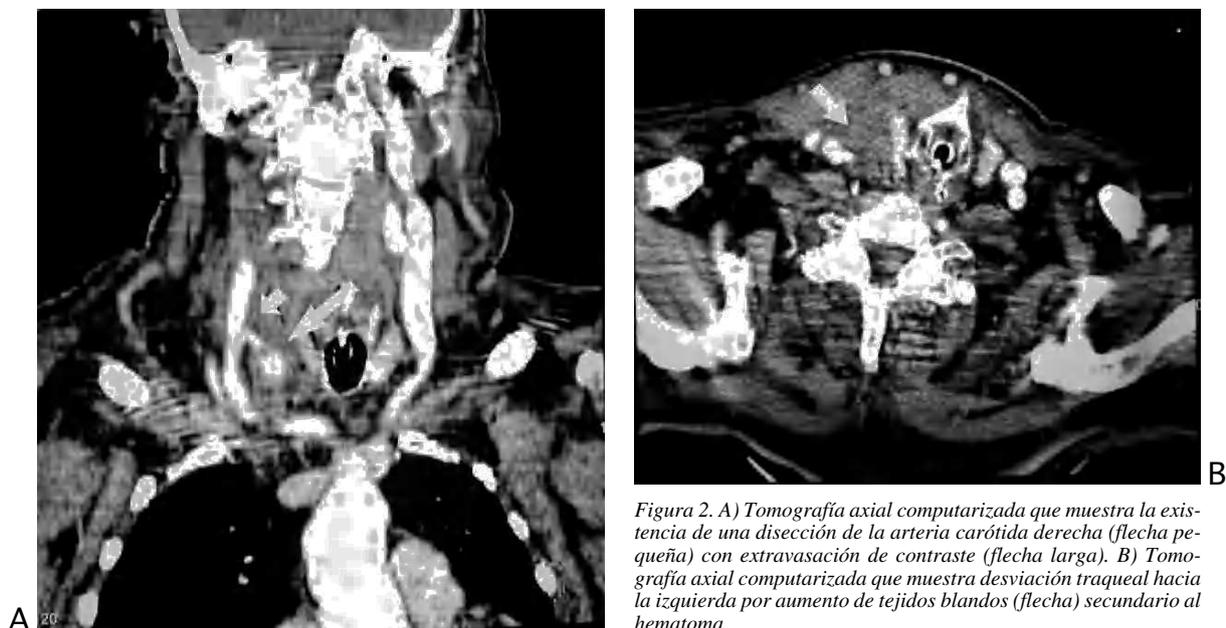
A) Tomografía axial computarizada que muestra la existencia de una disección de la arteria carótida derecha (flecha pequeña) con extravasación de contraste (flecha larga). B) Tomografía axial computarizada que muestra desviación traqueal hacia la izquierda por aumento de tejidos blandos (flecha) secundario al hematoma.
